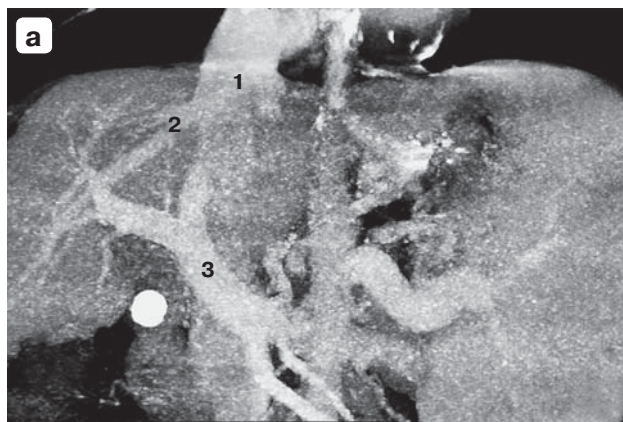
Компьютерная томограмма. Моделирование траектории внутрипеченочного портосистемного канала: а – фронтальная проекция, портальная фаза; б – 3D-реконструкция, фронтальная проекция; в – 3D-реконструкция, горизонтальная проекция. 1 – нижняя полая вена; 2 – правая печеночная вена; 3 – ВВ. Белой стрелкой указан оптимальный ход планируемого внутрипеченочного портосистемного канала, черной стрелкой – угол поворота иглы Rösch–Uchida.
